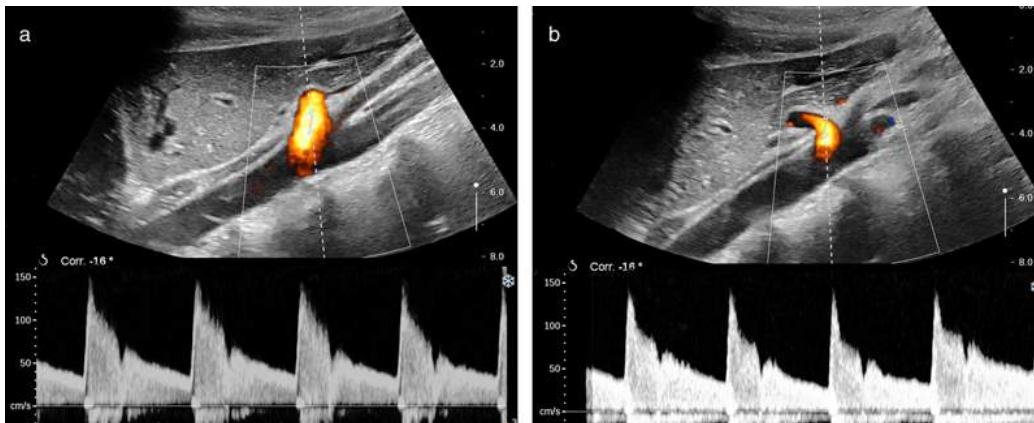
Étude Doppler d'un tronc cœliaque normal.
